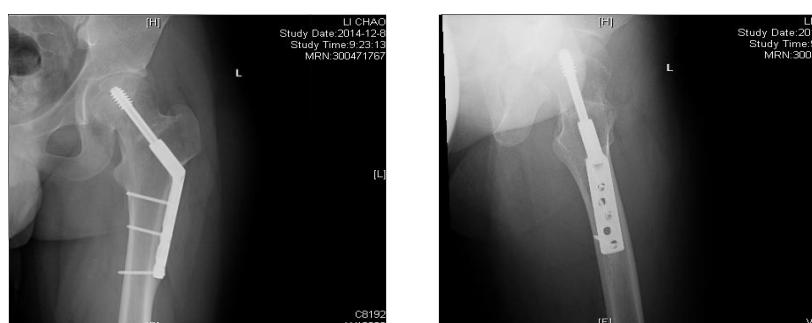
Male. X-rays were reexamined 19 months after DHS internal fixation
